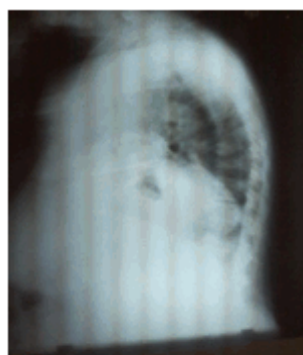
Radiografía simple lateral izquierdo, con imagen en mediastino posterior.
